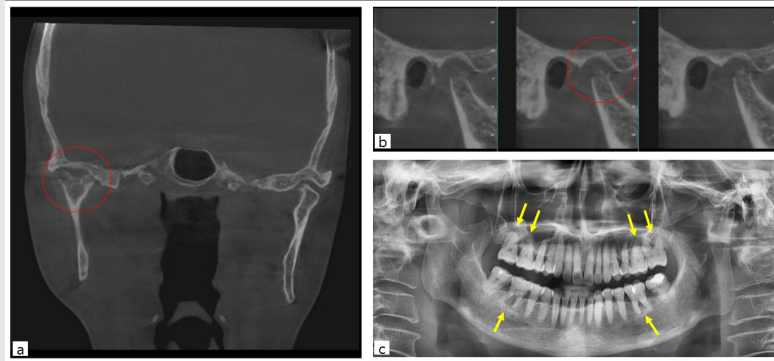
Dental cone beam computed tomography(a, b) & panoramic radiography(c) of the patient taken at the time of visiting emergency room.
